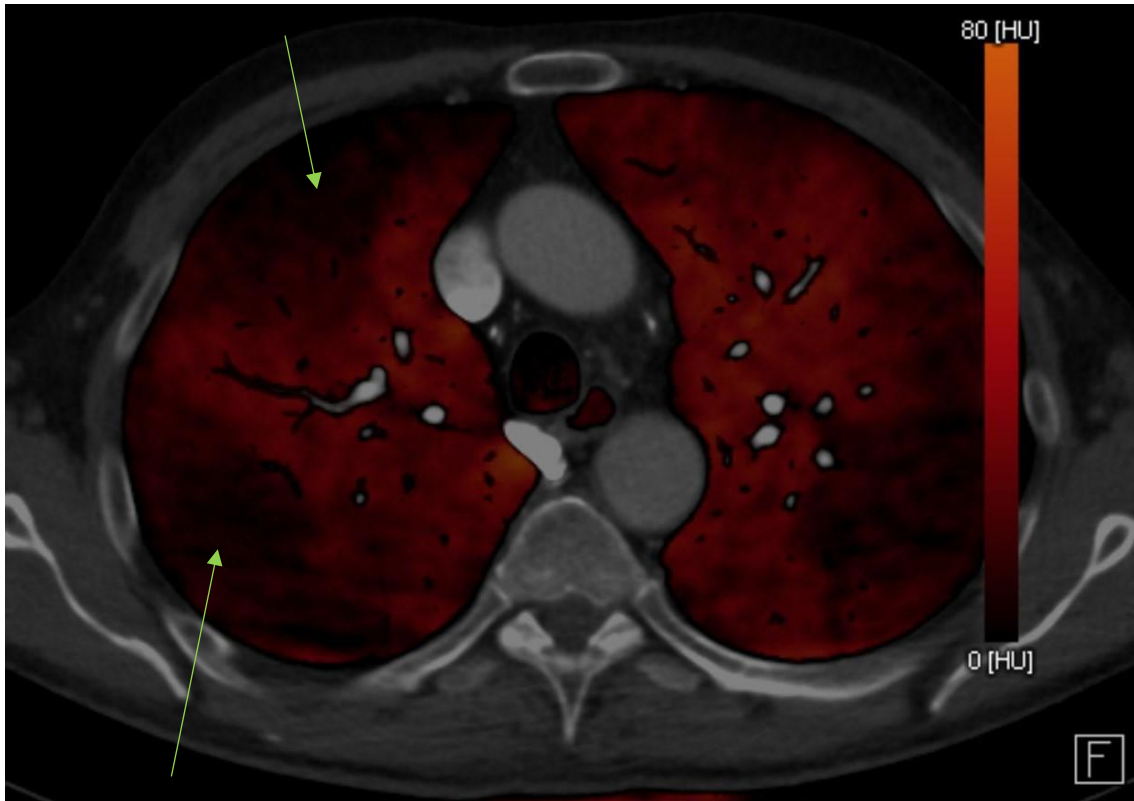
„Iod Mapping“. Gezeigt ist dieselbe Schicht des bereits oben gezeigten DECTs. Die Abschwächung der Röntgenstrahlung in HU wird in eine Farbskala umgewandelt; Stellen mit einer niedrigen HU sind dunkler und werden gemäß der Skala rot dargestellt, Stellen mit einer hohen HU sind heller und gemäß der Skala gelb. Deutlich erkennbar sind keilförmige Perfusionsausfälle in der Peripherie des rechten Lungenunterlappens (grüne Pfeile).
